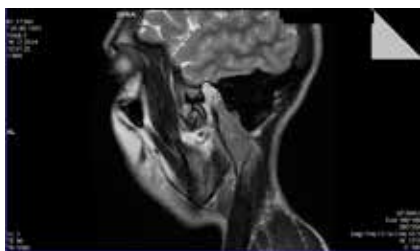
Фото МРТ ВНЧС пациентки 28 лет в сагиттальной плоскости, в положении привычного открывания рта
